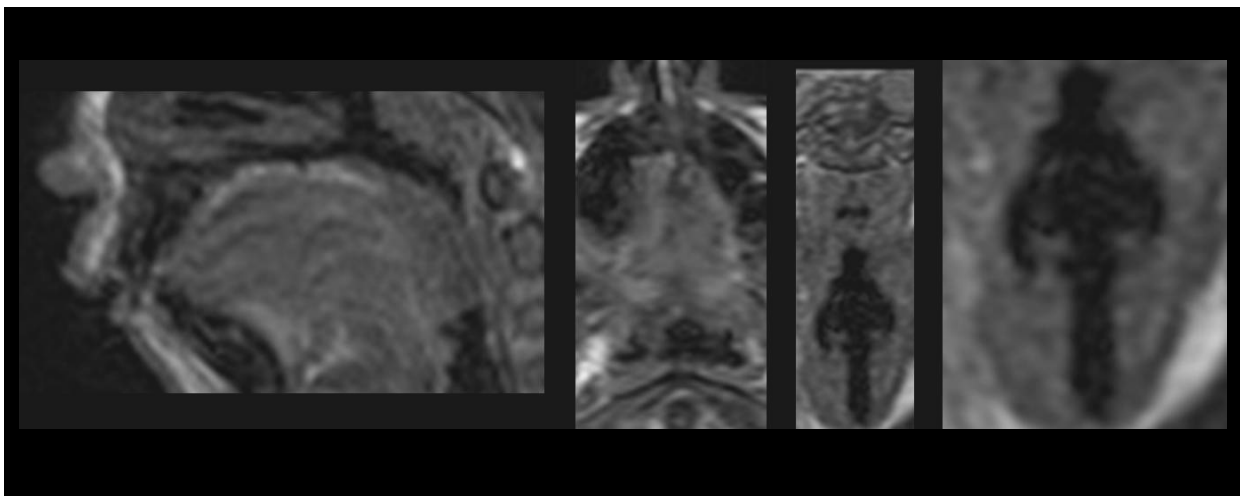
Patient 11, präoperative Echtzeit-MRT-Sequenz in sagittaler, axialer und koronarer Schnittebene des Velopharynx; Ein grenzwertig beurteilter Verschluss, der eine leichte dorsale Kompensation (siehe weißer Pfeil) in der sagittalen Ebene mit Restöffnung (siehe schwarzer Pfeil) zeigt, einen fast kompletten Verschluss in der axialen Ebene (siehe schwarzer Pfeil) und eine symmetrische Bewegung der Pharynxwände in der koronaren Ebene zeigt
